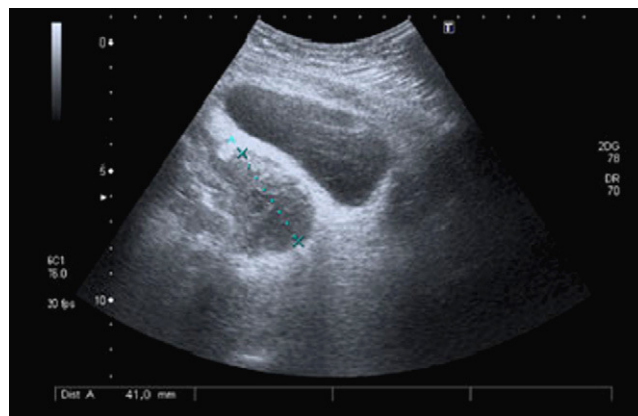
Ecografía transabdominal que muestra un absceso pélvico retrovesical de 12 cm de diámetro mayor.
